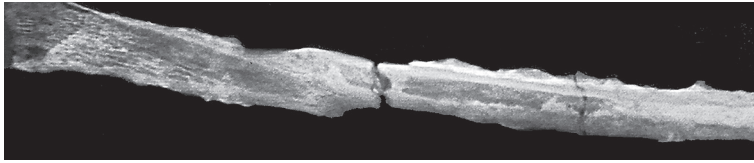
Jechtingen (Grab 26, matur, männlich): Röntgendarstellung einer linken Fibula mit deutlichen Hinweisen auf das Vorliegen einer unter geringer Kallusbildung und ohne Entzündung verheilten Fraktur mit geringer *dislocatio ad latus*.
